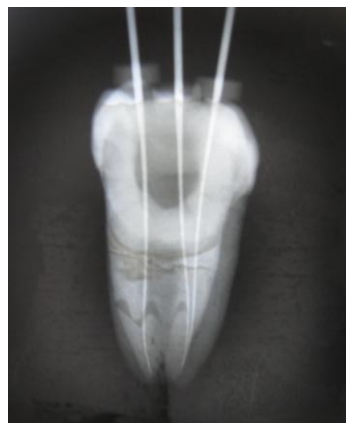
Radiografía periapical con tres conductos en la raíz mesial
